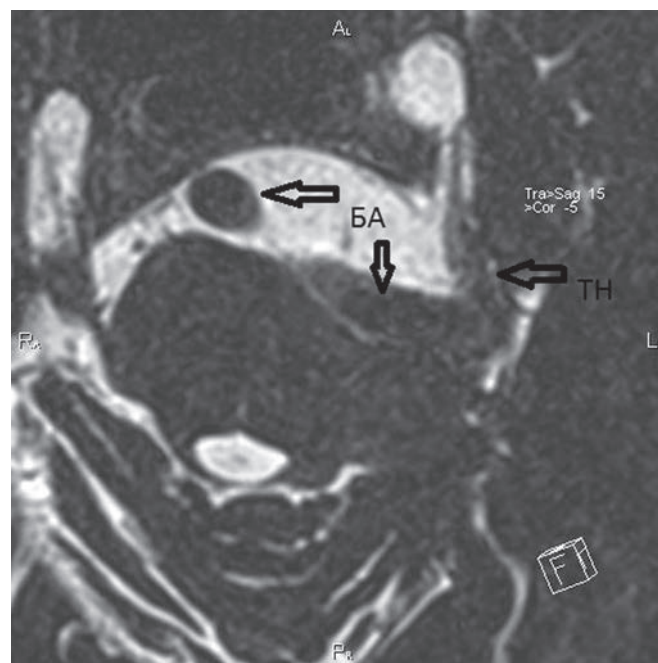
МРТ, аксиальная проекция. Мегадолихобазиларис сдавливает ствол мозга и корешок тройничного нерва. Расширение и выраженная асимметрия предмостовой цистерны за счет атрофии левой половины моста.
